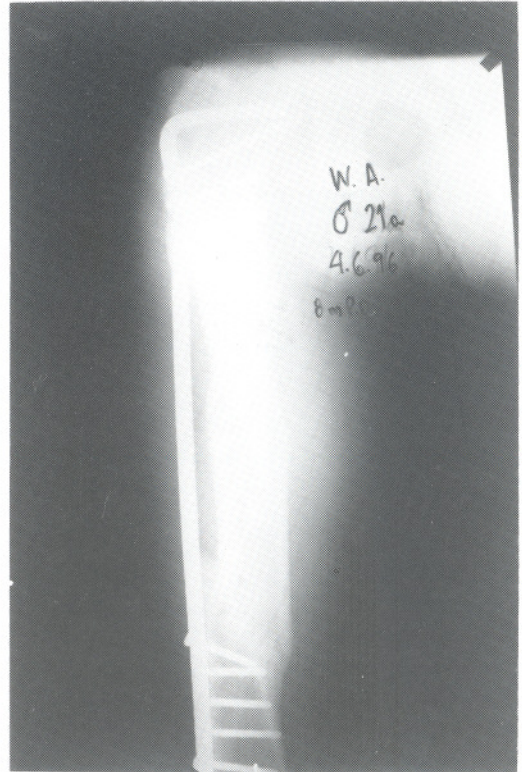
Placa Ponte: radiografia com consolidação.
